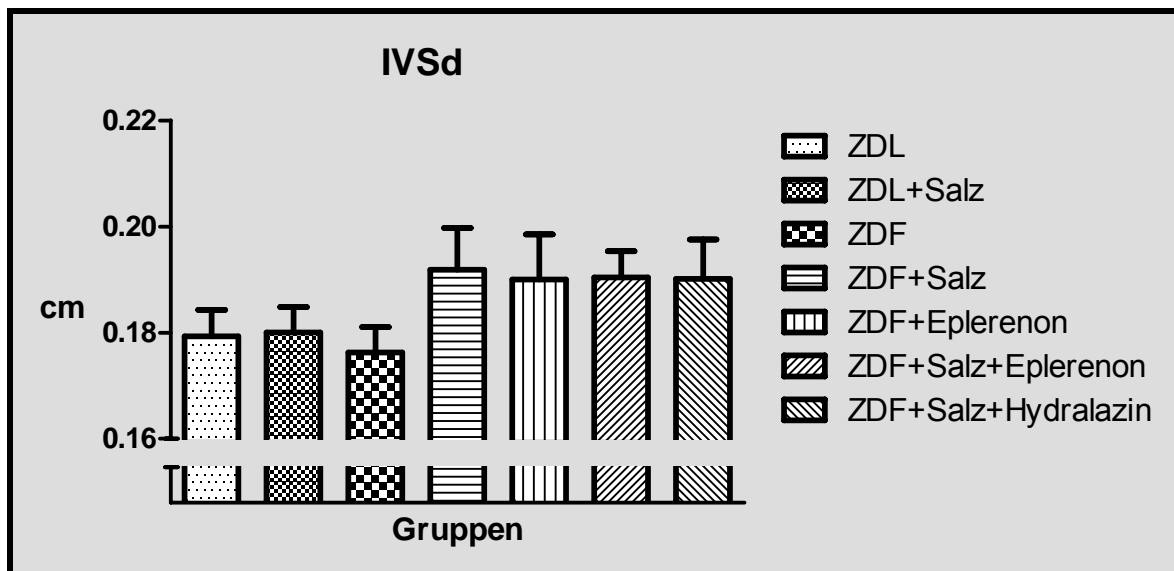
Echokardiographisch ermittelte diastolische Septumdicke in cm; ANOVA $p=0,3920$
